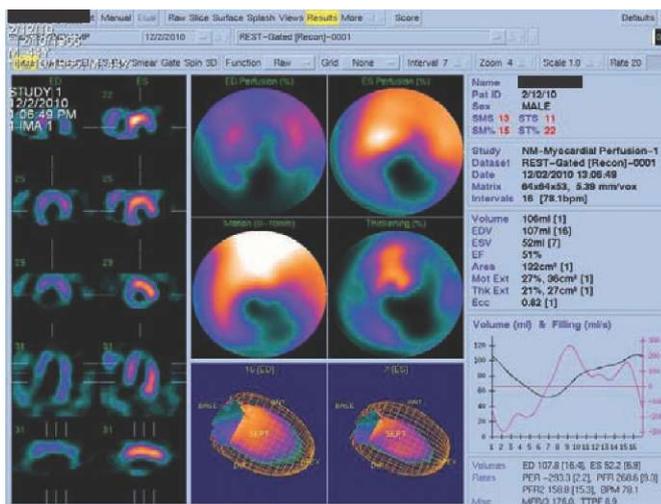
Перфузионная томосцинтиграфия больного Э. (объяснение в тексте)
